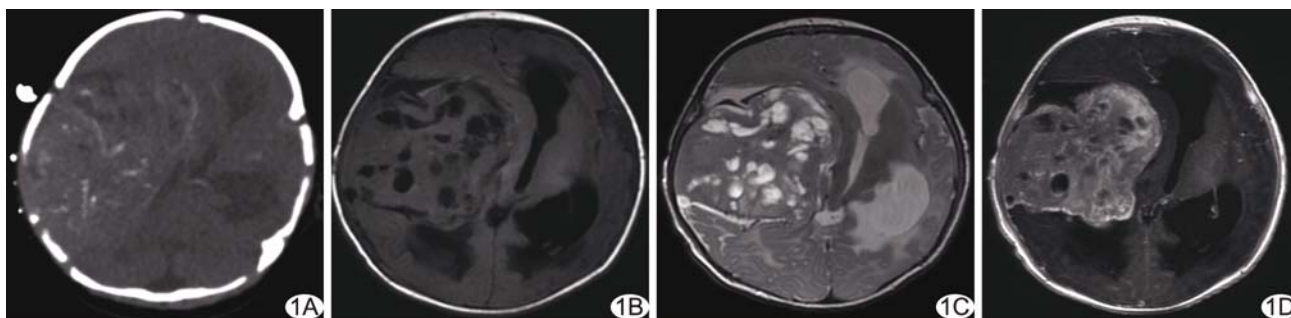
脑滑膜肉瘤影像学表现 A. CT 平扫示右侧颞叶肿块, 边界尚清, 内有条片状钙化; B. MR T1WI 示肿块内多发囊变区, 周围脑组织受压移位; C. MR T2WI 示肿块内多发结节状高信号, 呈“卵石状”, 并有低信号间隔; D. MR 增强扫描肿块实性成分明显强化, 坏死区无强化
